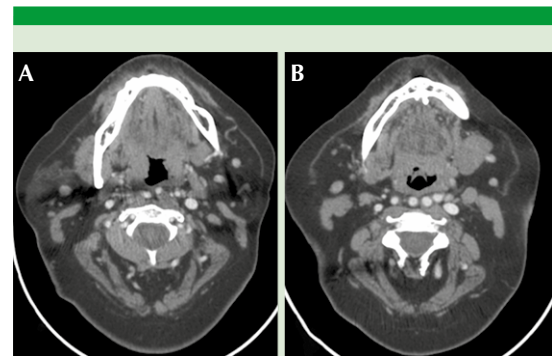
Tomografía computada con contraste de cuello en un corte axial. A. En la orofaringe se observa asimetría amigdalina y ambas carótidas internas en espacio retrofaringeo con abombamiento de la pared posterior faríngea izquierda. B. En la hipofaringe se observan ambas carótidas internas en espacio retrofaringeo con ligero abombamiento de la pared posterior faríngea del lado derecho.
